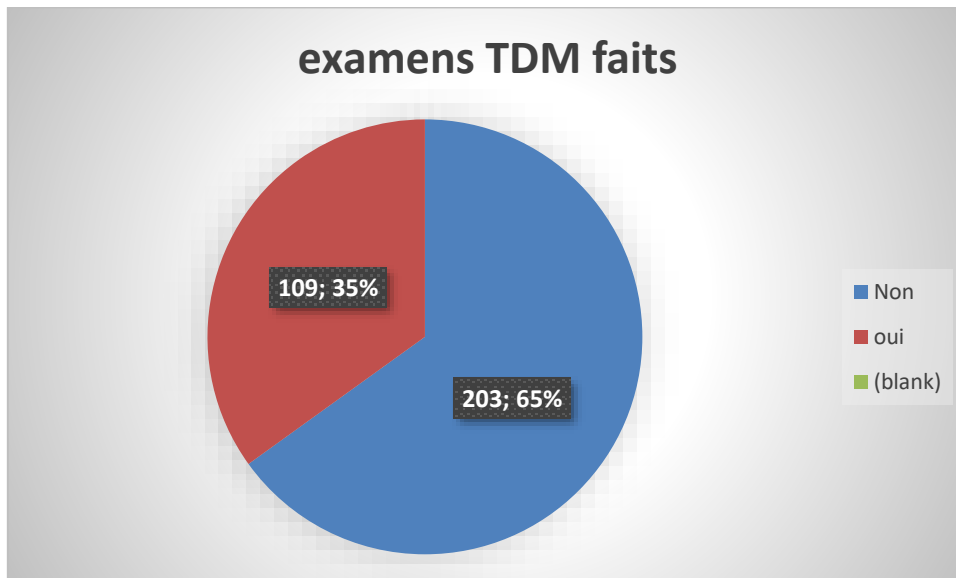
Répartition des cas selon les TDM réalisées
